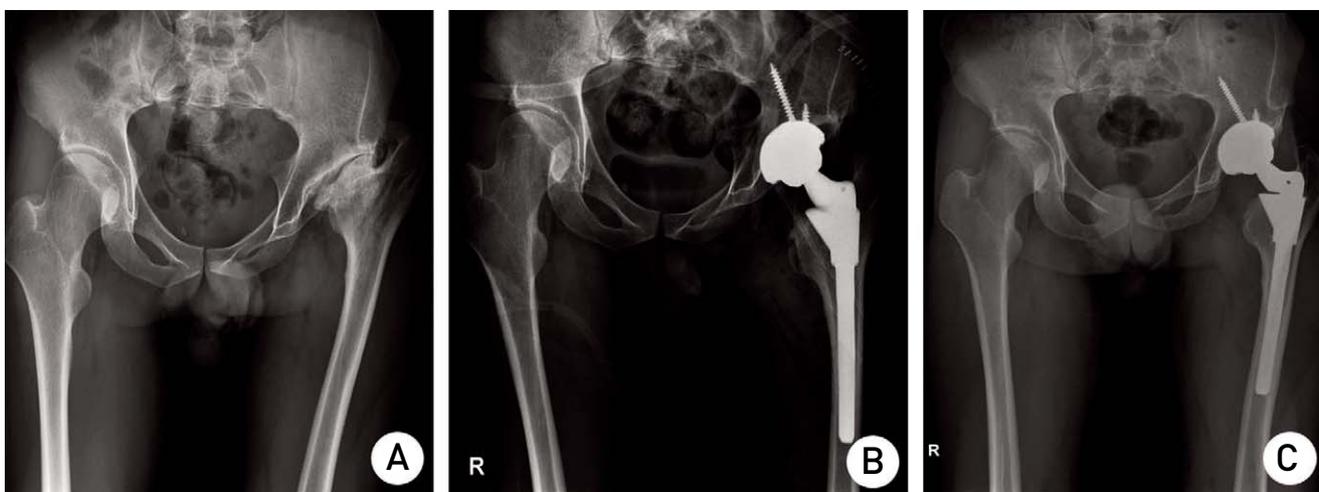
Anteroposterior radiograph of 41-year old male patient. (A) Preoperative radiographs shows that the left hip secondary osteoarthritis due to LCP sequela. (B) radiographs shows post-operation. (C) Twenty five months after operation, the follow-up radiograph shows that there is no osteolysis and wear of acetabular and femoral component. The patient's clinical score is excellent.
